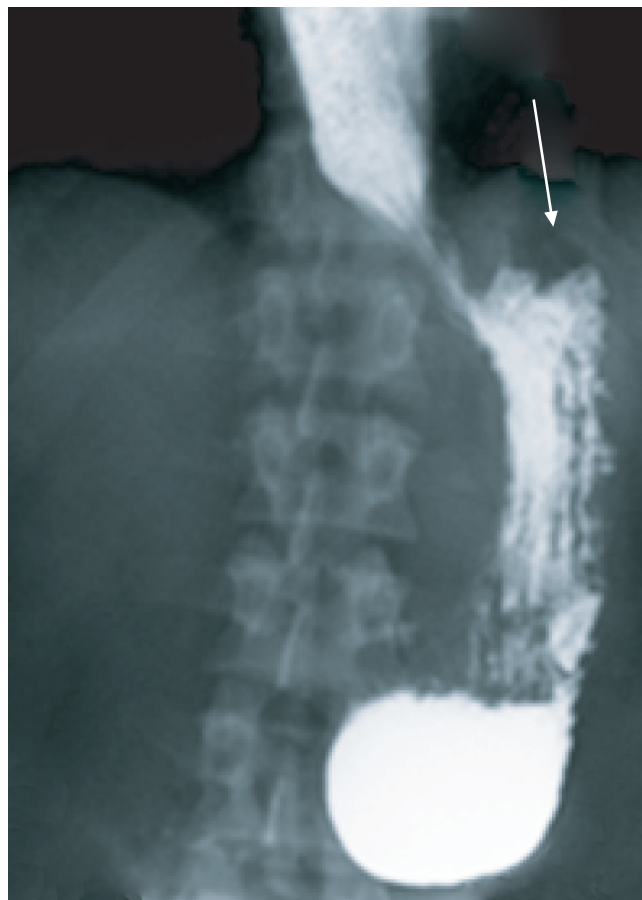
Рентгенограмма. После 3-х сеансов ЭБПКД. Нет задержки контрастного вещества в пищеводе, бариевая взвесь свободно проходит в желудок. Виден газовый пузырь желудка (указан стрелкой)
